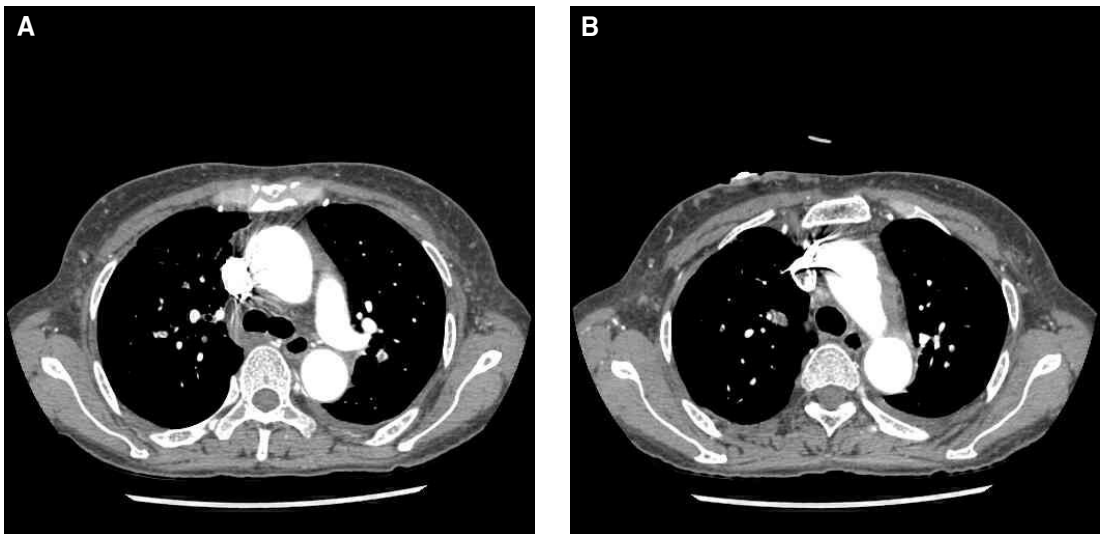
Dynamic chest CT show LUL segmental pulmonary artery filling defects (A) and RUL segmental pulmonary artery filling defects (B).
